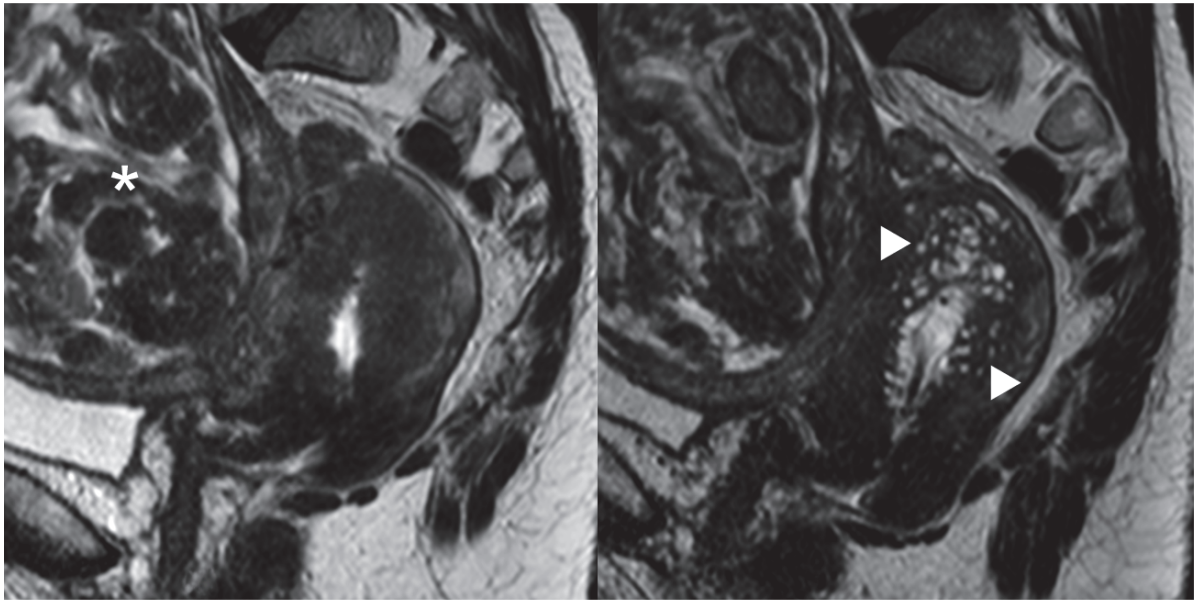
MRI before and after UPA treatment.
